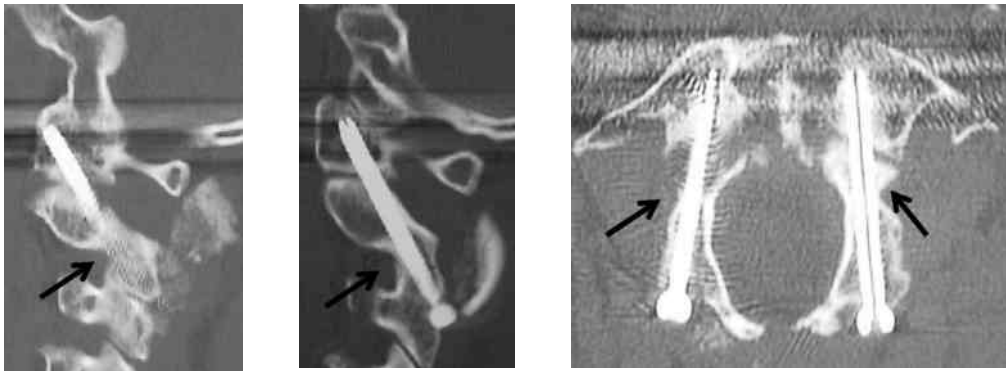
術後の Reconstruction CT
